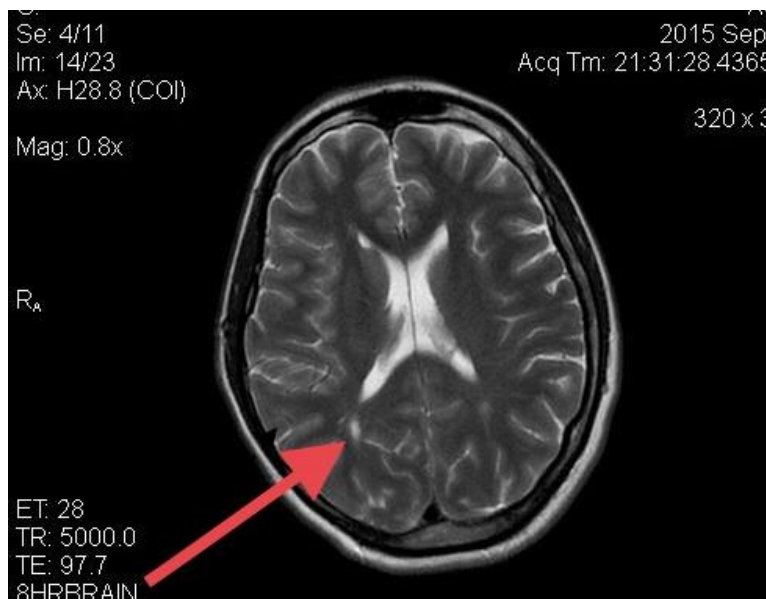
Пациентка 3. (м/к 19507) МРТ головного мозга, аксиальная T2 ВИ, расширение периваскулярных пространств Вирхова-Робина
